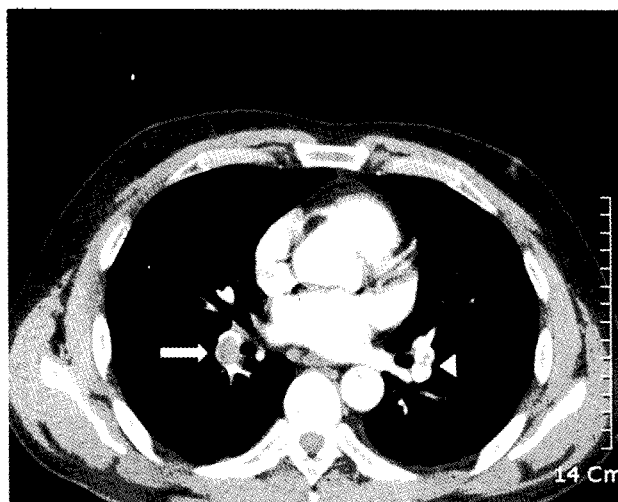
Chest CT angiogram. showing filling defects of the main right pulmonary artery (arrow) and the left inferior pulmonary artery (arrowhead).
